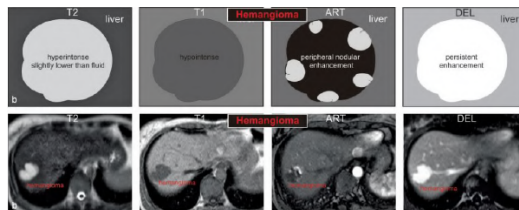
exemple de image MRI de hémangiomes hépatiques[30]
